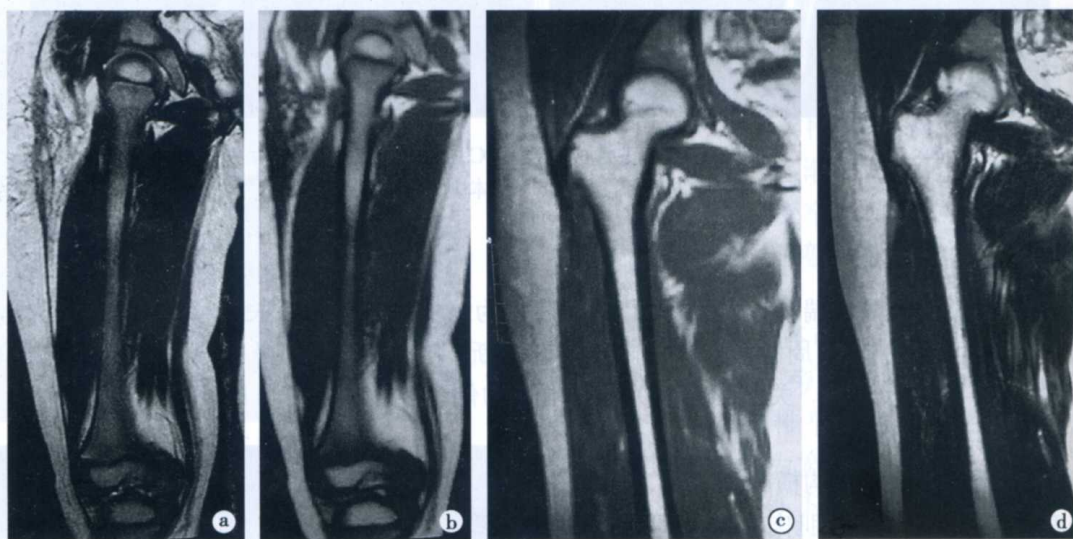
红骨髓与黄骨髓的 MRI 信号特征
